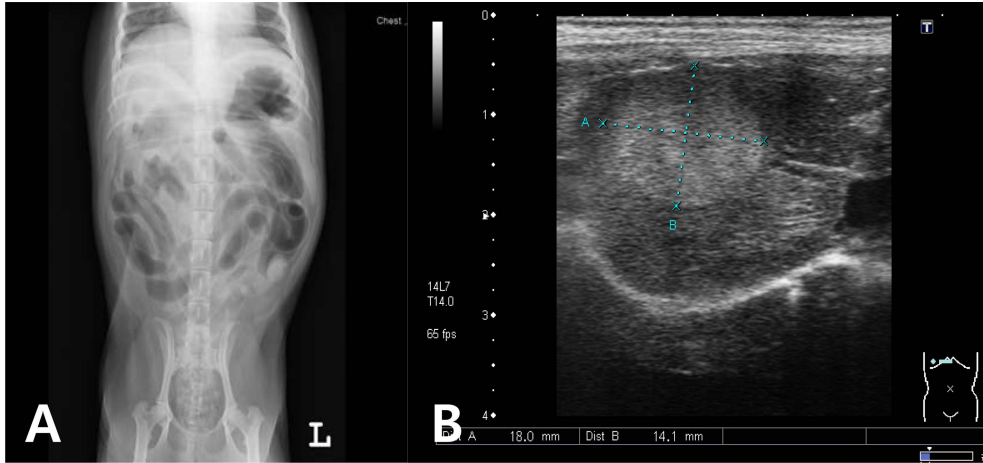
Abdominal radiography and ultrasonography findings of the patient. A: Abdominal radiography shows gaseous dilation of small intestine. B: Multifocal well-defined variable sized hyperechoic nodules are presented in the entire hepatic lobes.
